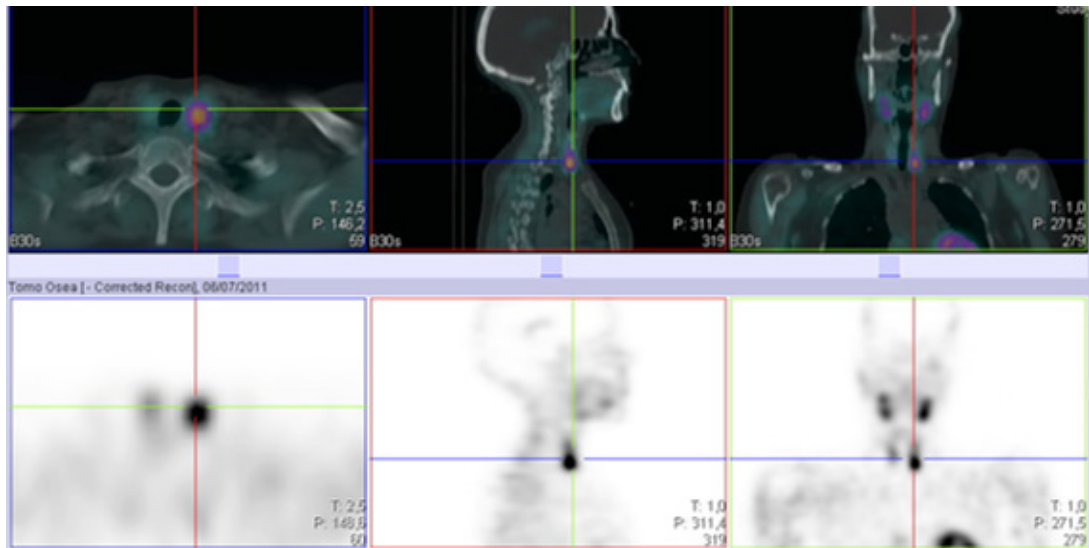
SPECT-CT con MIBI-99mTc. Adenoma paratiroideo en polo inferior del lóbulo tiroideo izquierdo.
